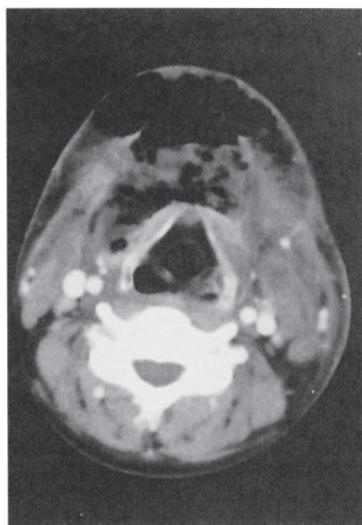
CT Scan of the neck
